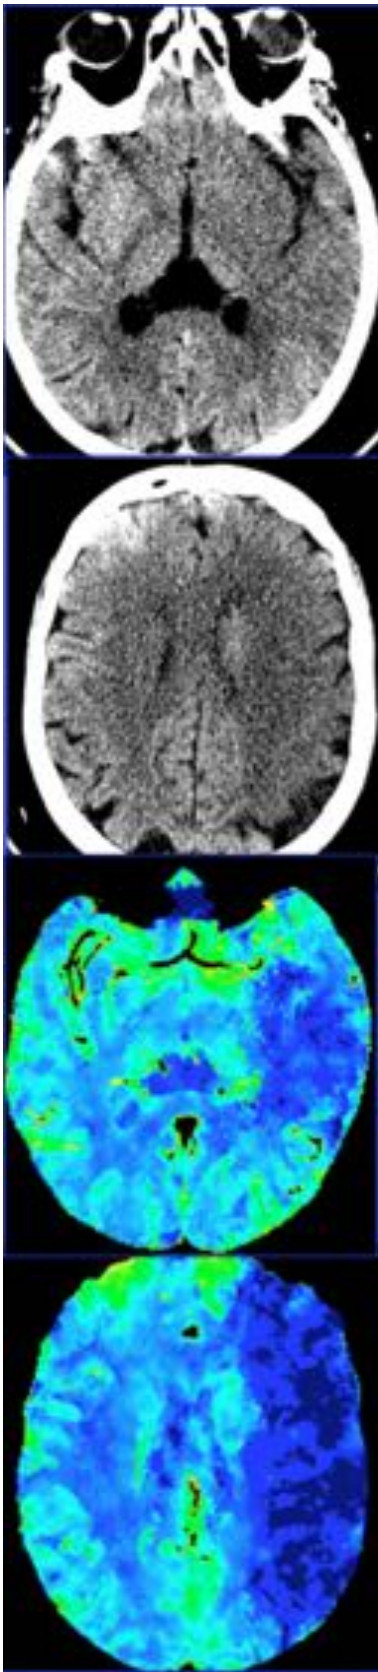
Paciente con infarto hiperagudo extenso, con afectación de más de 2/3 del territorio vascular de la ACM izquierda. Las imágenes superiores muestran un TC sin contraste, en donde si bien se observa hipodensidad corticosubcortical y borramiento de surcos en el territorio vascular referido, estos hallazgos
